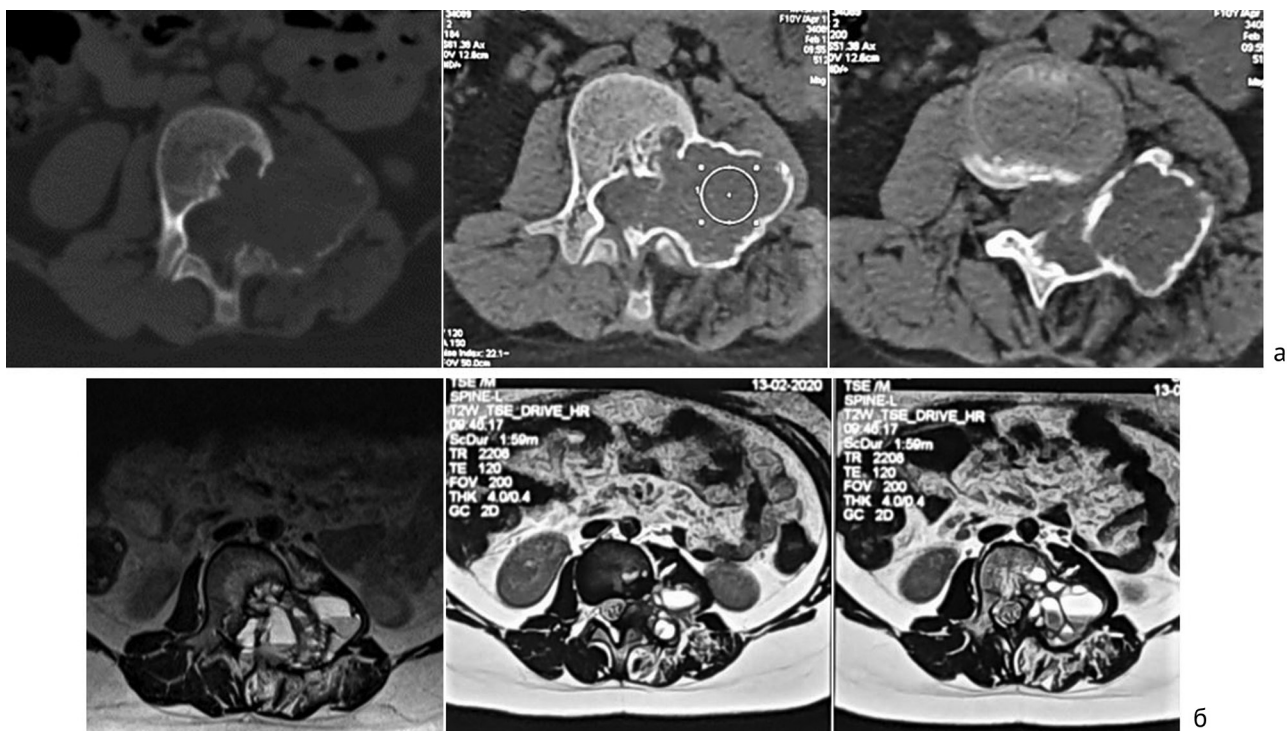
КТ и МРТ области кисты до начала лечения (а) и после трех лечебных пункций (б)
